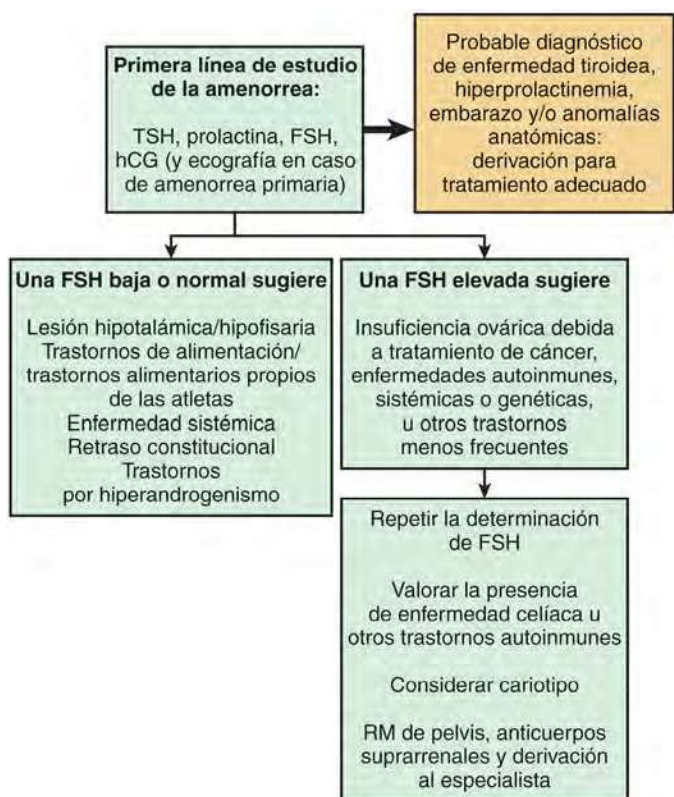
Pruebas diagnósticas iniciales para evaluar la amenorrea. FSH, hormona foliculoestimulante; hCG, gonadotropina coriónica humana; LH, hormona luteinizante; RM, resonancia magnética.
